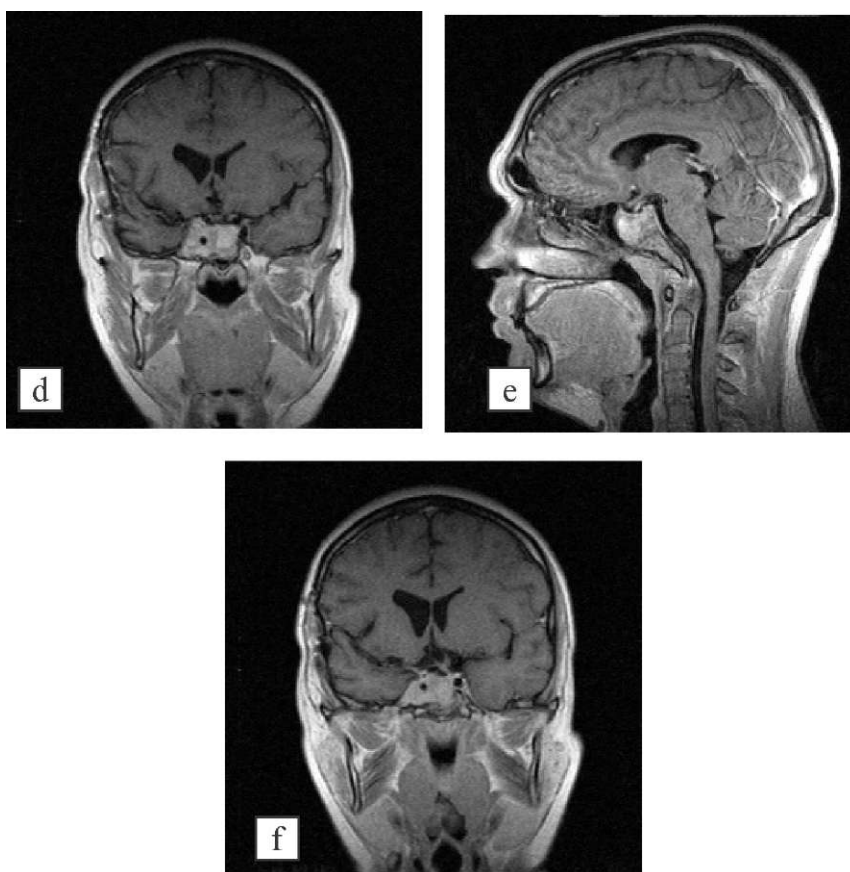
(d-f). Больной С., 2006 г., постоперационные томограммы, после контрастирования омнисканом (пояснения в тексте).
